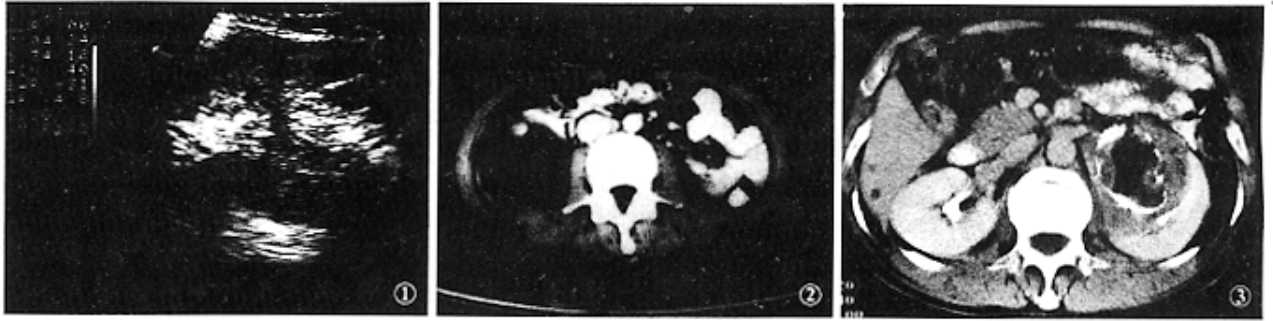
左肾中可见多房性病灶内呈低回声,房间隔回声较强,后方显示增强效应 图 2 右肾囊性病灶壁薄,内密度均匀,壁结节在 CT 增强扫描时明显强化 图 3 增强扫描显示低强化的左肾囊实性肿块,囊壁厚不规则,壳状钙化灶及液性部分不强化
